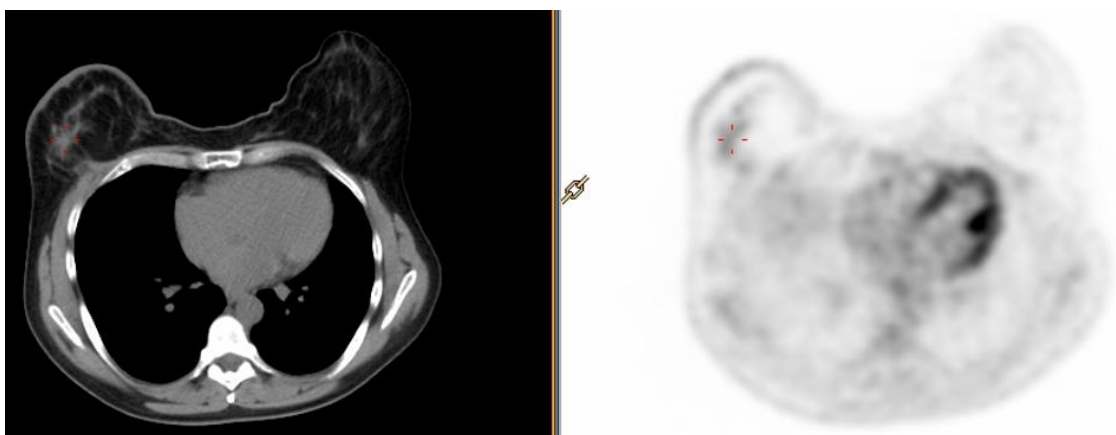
lésion tumorale mammaire droite, de phénotype luminal HER2 négatif, SBR I, KI-67 = 10%, présentant un très faible métabolisme glucidique (SUV = 2,0).
